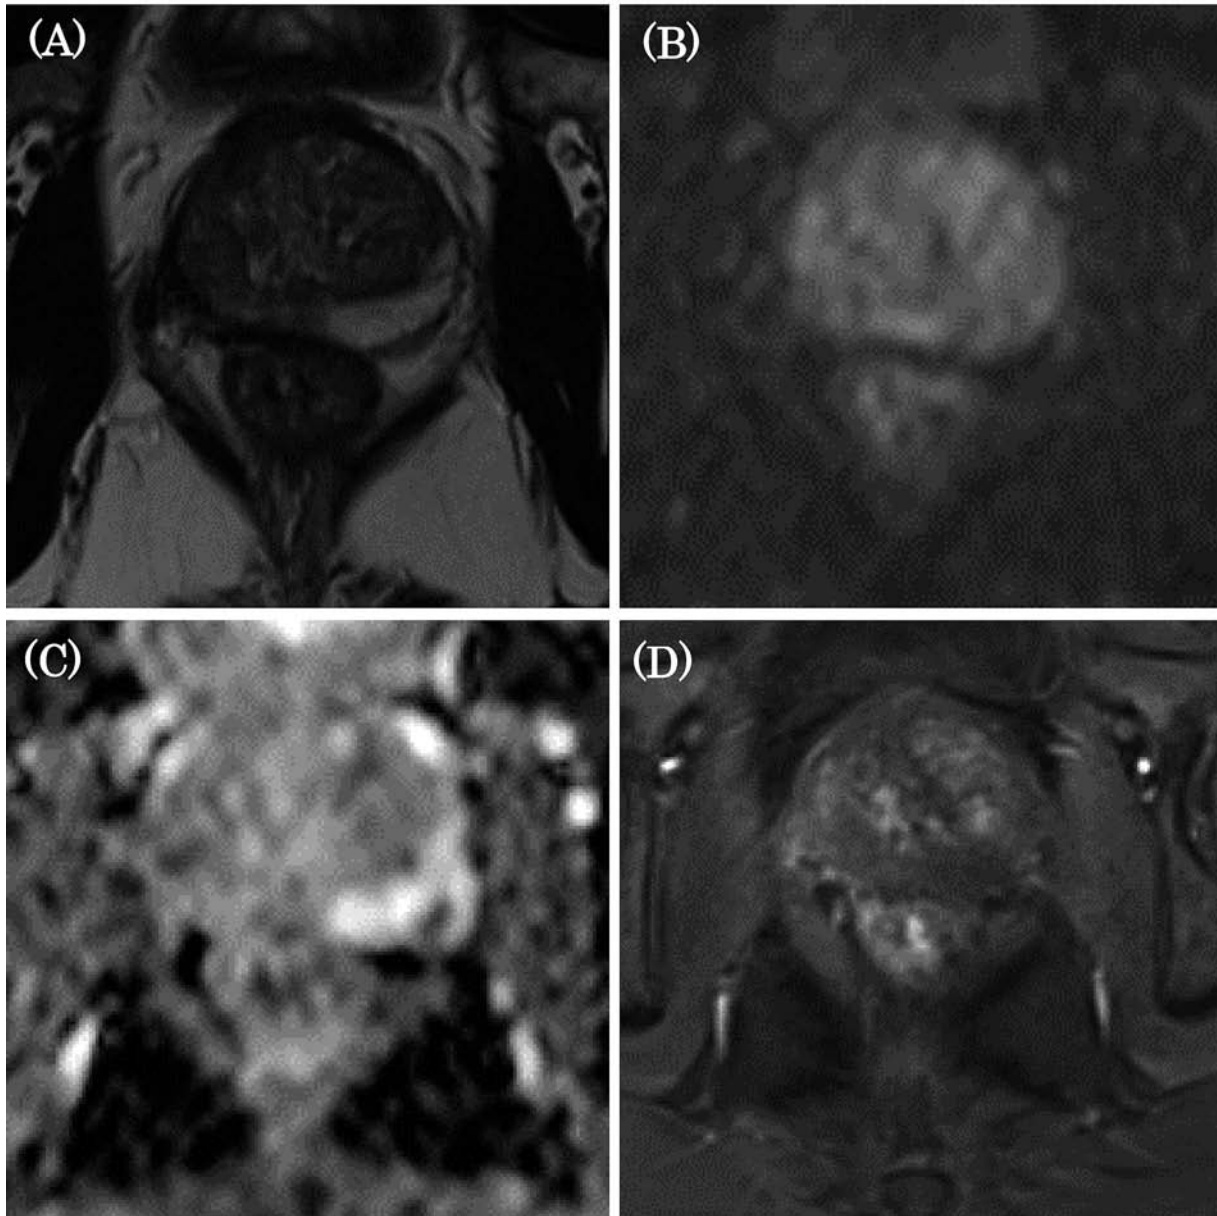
Prostate MRI imaging 4 months after treatment showed disappearance of the extracapsular infiltration and disappearance of micro-abscess. (A) Transverse T2 weighted, (B) Diffusion weighted, (C) Apparent diffusion coefficient map or (D) Contrast enhanced imaging.
